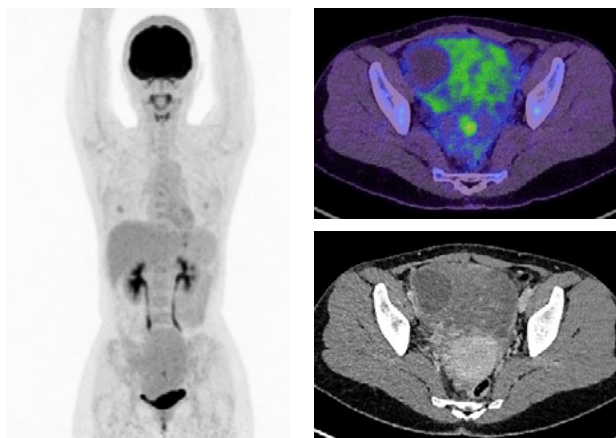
MIP(左)、Fusion(右上)、造影CT(右下)
